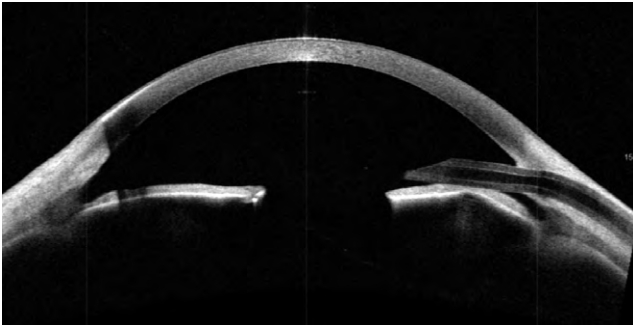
Оптическая когерентная томография переднего отрезка правого глаза после операции.
